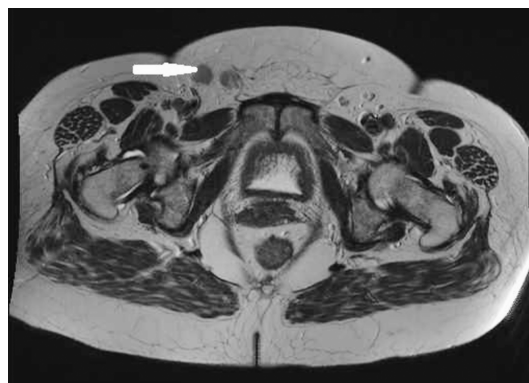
МРТ. Визуализируются увеличенные паховые лимфоузлы справа
